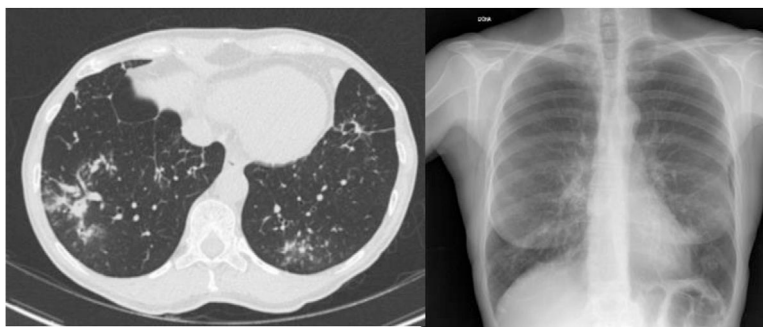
Paciente 3. Tomografía computarizada y radiografía torácica: bronquiectasias en lóbulo superior, lóbulo medio y llingula; nódulos en lóbulo inferior izquierdo.
